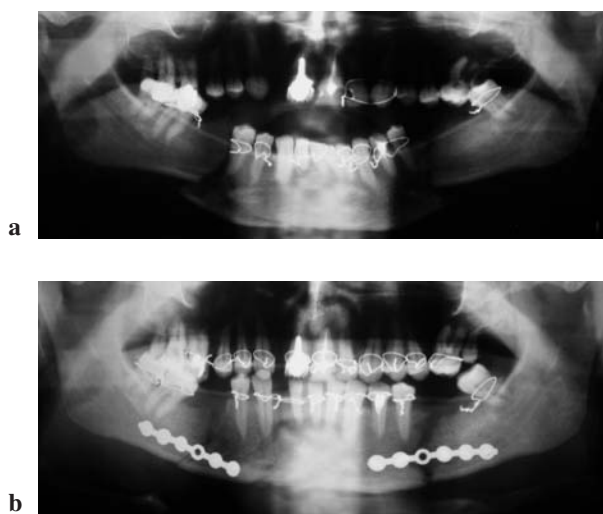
Pantomogram i RTG skośne żuchwy chorego A.S. przedstawiają stan po zespoleniu trzonu żuchwy po stronie prawej oraz rekonstrukcję ubytku trzonu lewego żuchwy za pomocą płyty rekonstrukcyjnej Nichrominox: a – pantomogram, b – RTG skośne żuchwy
